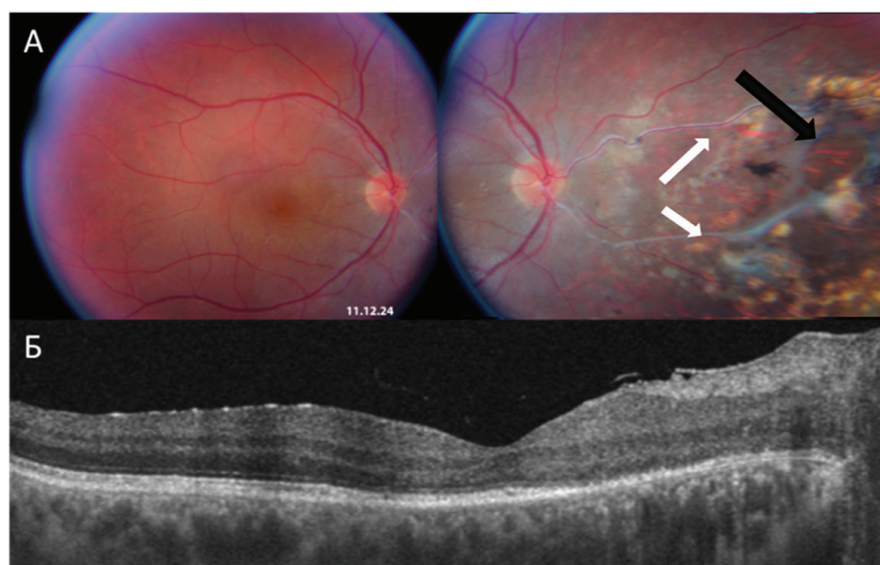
А – кольорове фото очного дна правого ока пацієнта, шість місяців після вітректомії. Визначається резорбція твердих екссудатів в макулі, облітеровані живлячі судини (позначено білою стрілкою), зона резекції ангиоми (позначено чорною стрілкою). Б – оптична когерентна томографія правого ока пацієнта через шість місяців після вітректомії. Визначається регрес набряку макули з відновленням профілю макули
